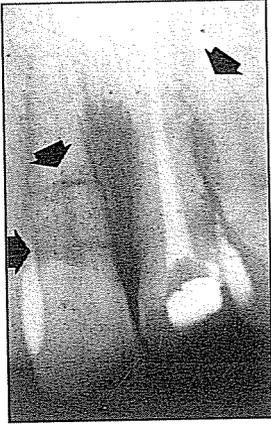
Radiografía preoperatoria. Fractura horizontal del 1/3 medio y cervical en 11. En el 12, fractura entre el 1/3 medio y apical.
